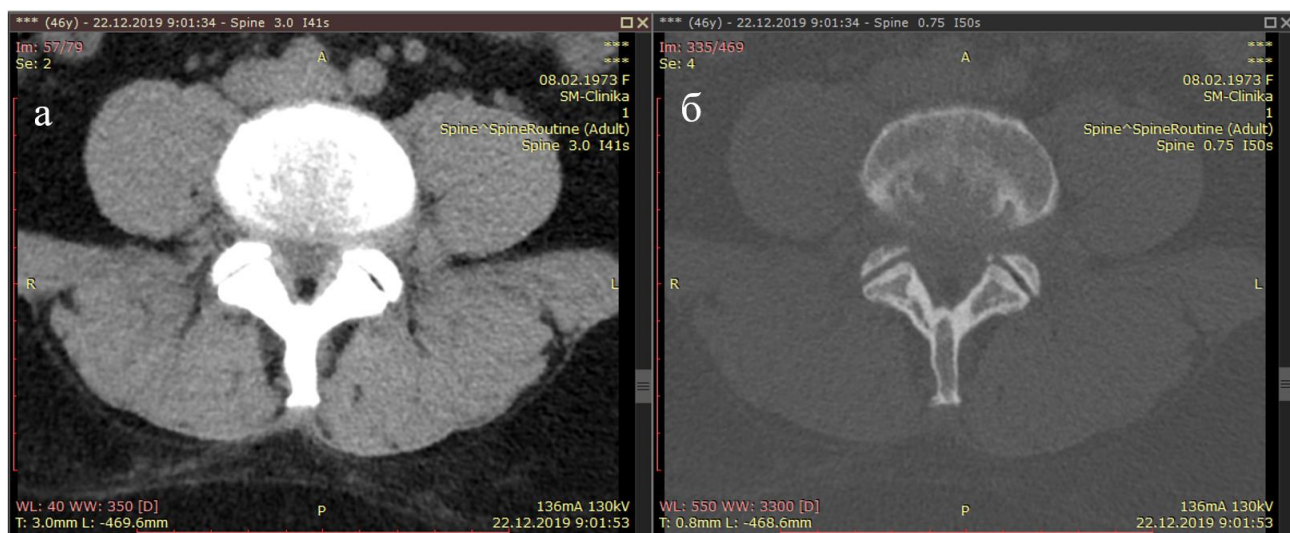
КТ пояснично-крестцового отдела позвоночника пациентки К., аксиальный срез на уровне L4-L5 (а – мягкотканый режим, б – костный режим)
